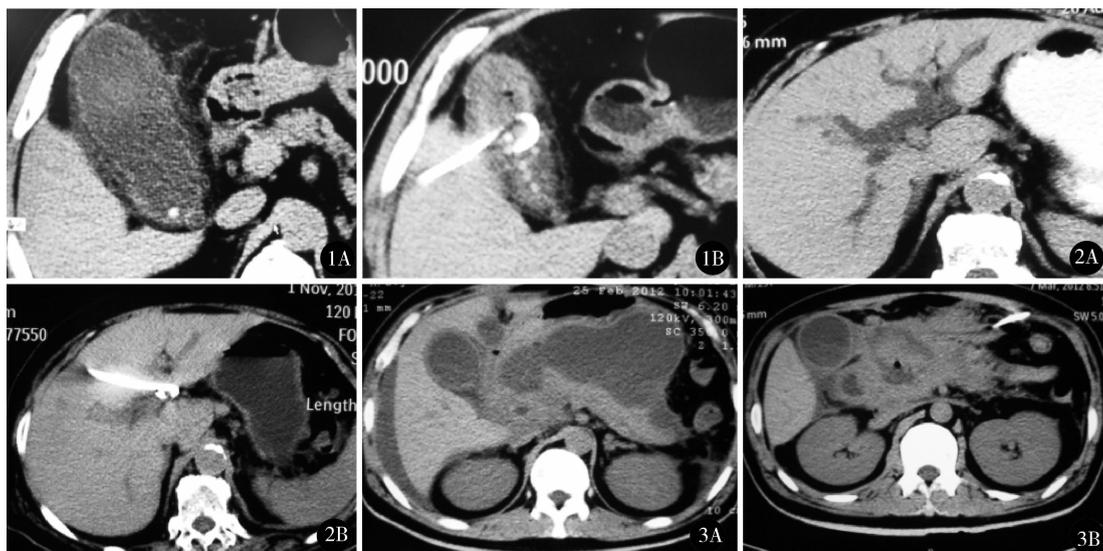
急性结石性化脓性胆囊炎术前 CT(A) 示胆囊 15 cm × 10 cm × 6 cm, PTGD 术后 7 天(B) 胆囊缩小为 10 cm × 7 cm × 4 cm, 张力明显降低, 炎症局限 图 2 胆管下段癌术前 CT(A) 示肝内外胆管重度扩张, PTBD 后 21 天(B) 黄疸消失, 肝内外胆管直径正常 图 3 重症胰腺炎术前 CT(A) 示胰周积液, 引流 20 天(B) 胰周积液消失
